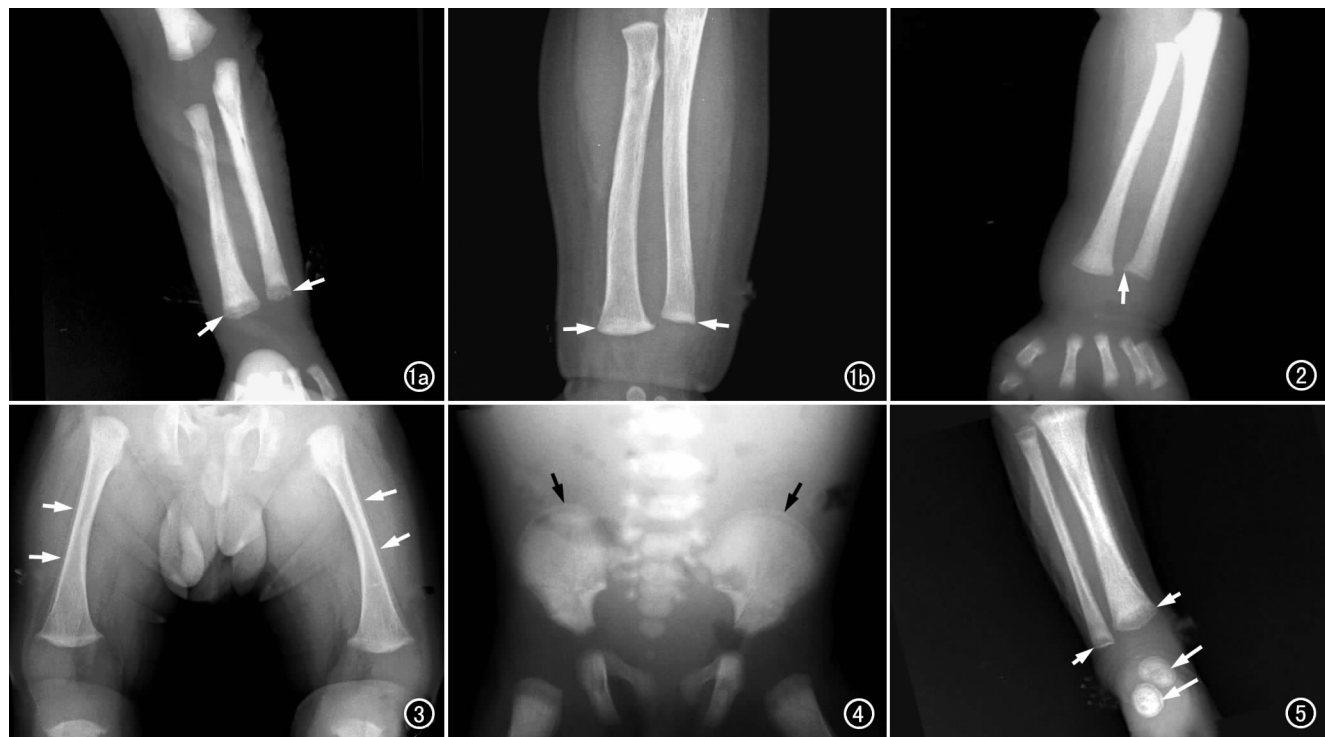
女性患儿。a) 平片示右侧尺骨、桡骨远端干骺端见透亮带,干骺端呈锯齿状改变(箭); b) 3 个月时复查,平片示右侧尺骨、桡骨远端干骺端骨质变致密,透亮带消失(箭)。 图 2 男性患儿。平片示右侧尺骨远端干骺端呈杯口状,见尖刺样突起(箭)。 图 3 男性患儿。平片示双侧股骨外侧见层状骨膜反应(箭)。 图 4 女性患儿。平片示双侧髌骨翼边缘见弧形透亮带(箭),双侧股骨干骺端见透亮带。 图 5 男性患儿。平片示左侧跟骨、距骨见环形透亮带(长箭),胫骨、腓骨两端干骺端见透亮带(短箭),并可见锯齿状破坏。
